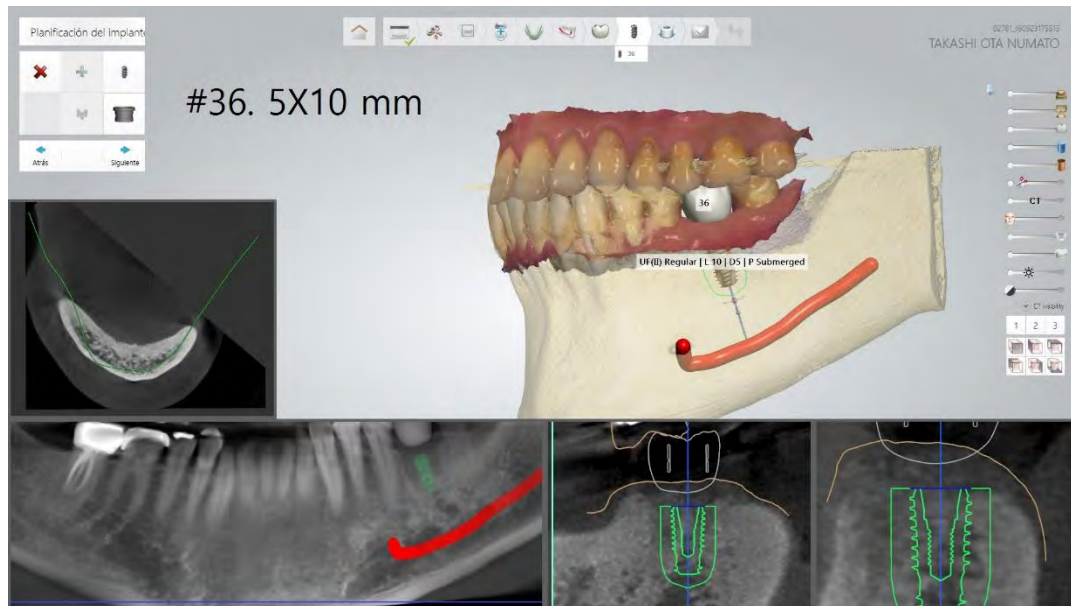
Planificación virtual del implante basado en impresión digital y tomografía.⁴⁷
